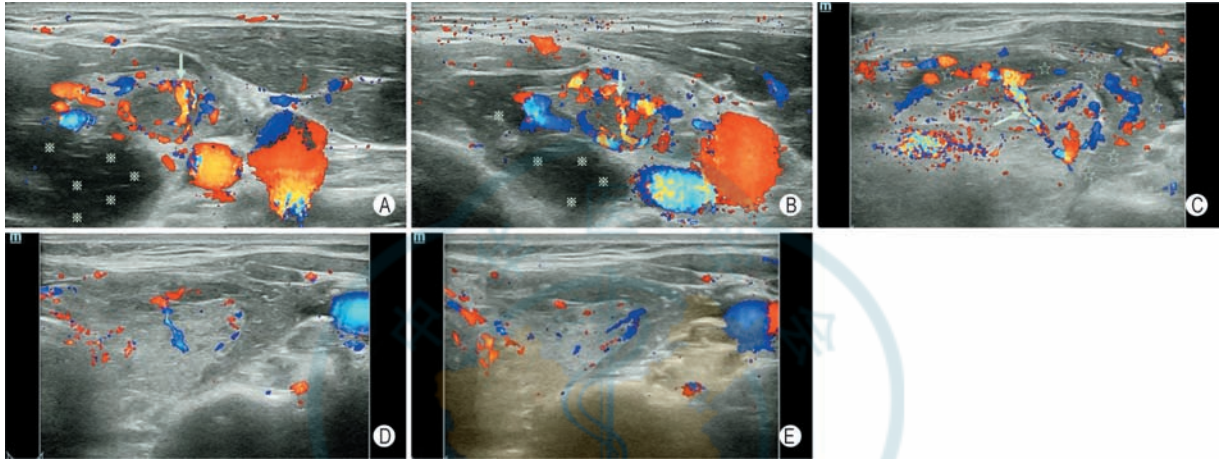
CDFI 显示甲状腺结节 CNB 后结节内针道出血 A: CNB 前即刻, 甲状腺结节内部高速动脉血流信号 (箭头指示) 及周边环绕的低速静脉血流信号; B: CNB 后即刻, 结节内部未见明显针道或针道异常血流信号, 箭头指示结节既有滋养血管未受损伤, 甲状腺周围间隙未见活动性出血 (*标注区域内为液体隔离带而非血肿); C: 另一患者的甲状腺结节 CNB 后即刻, 结节的穿刺针道处见明显异常的血流信号 (箭头指示), 同时甲状腺周围间隙可见新鲜血肿 (☆标注区域); D: 以超声探头持续压迫出血处, 并在 CDFI 模式下连续观察见出血信号逐渐减弱、减慢; E: CDFI 显示出血信号消失, 甲状腺周围间隙内血肿范围缩小 (注: 部分图像中彩色信号外溢, 一方面是在紧急处置出血状态下患者因颈部受压迫较重而发声所致, 另一方面为了能观察到低速出血信号而下调了 scale 所致)
